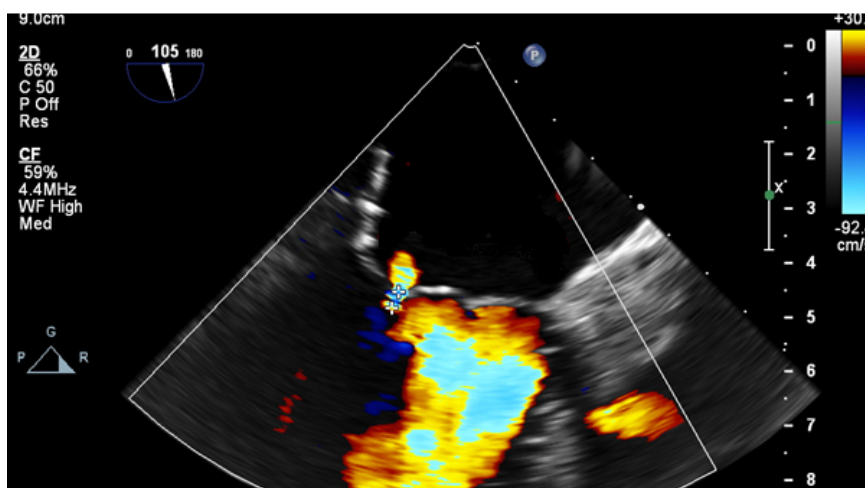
2-D эхокардиография в отдаленном периоде после операции. Восстановление замыкательной функции клапана.
